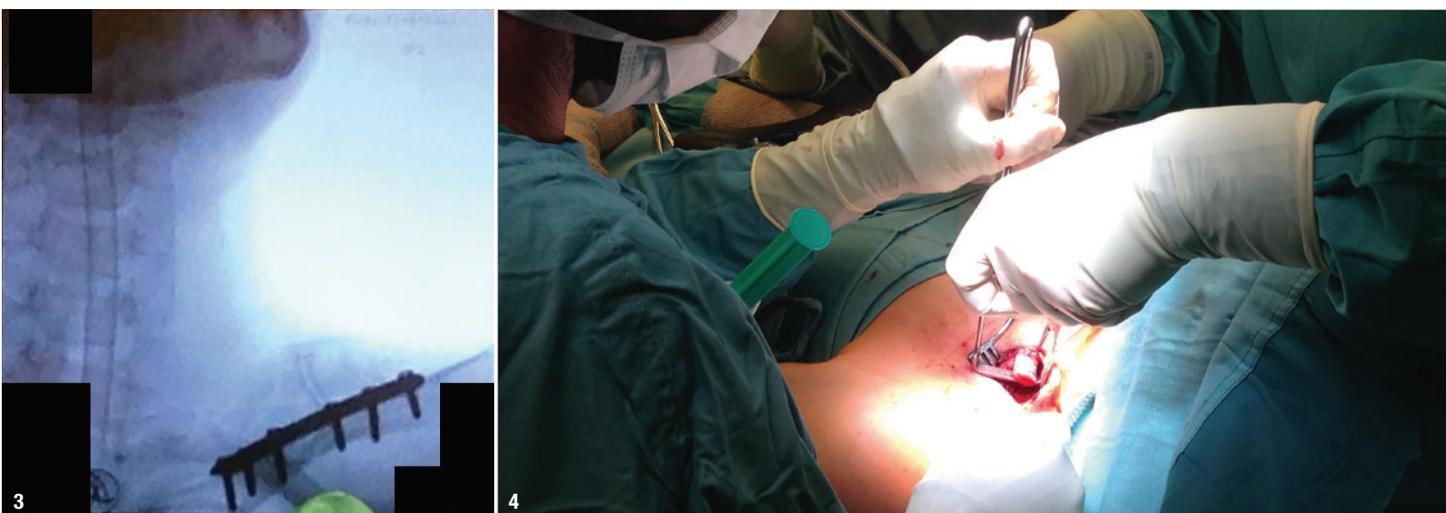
Kontrollröntgen im Operationssaal mittels Bildwandler, Darstellung der linken verplatteten und verschraubten Osteotomie. Abb. 4: Darstellung der durchtrennten Klavikula links vor der Resektion.
